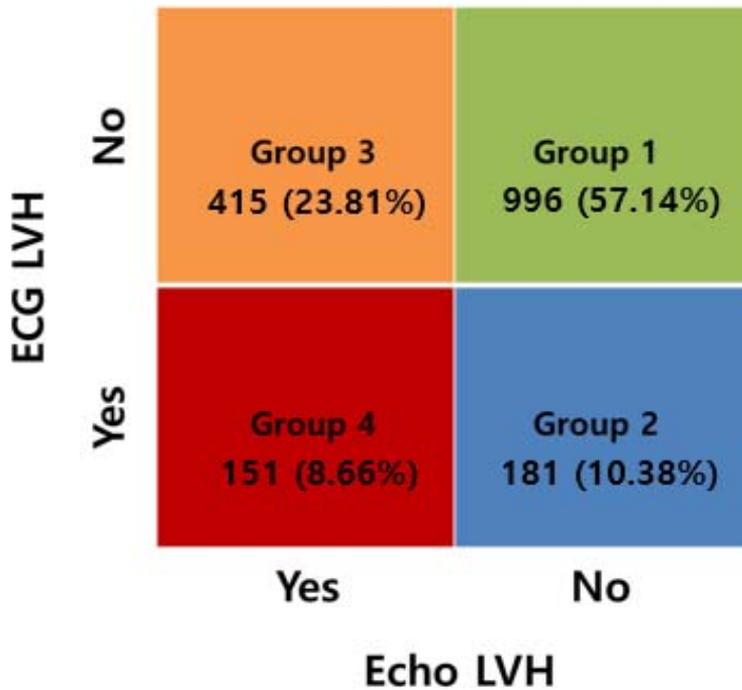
심전도 및 심초음파 결과에 따른 환자군 분류
